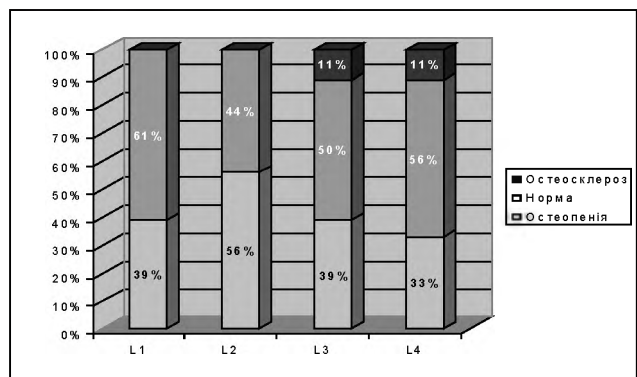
Стан мінеральної щільності кісткової тканини на фоні хірургічної менопаузи
